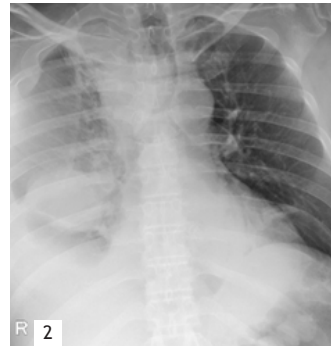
Рентгенография грудной клетки до операции
